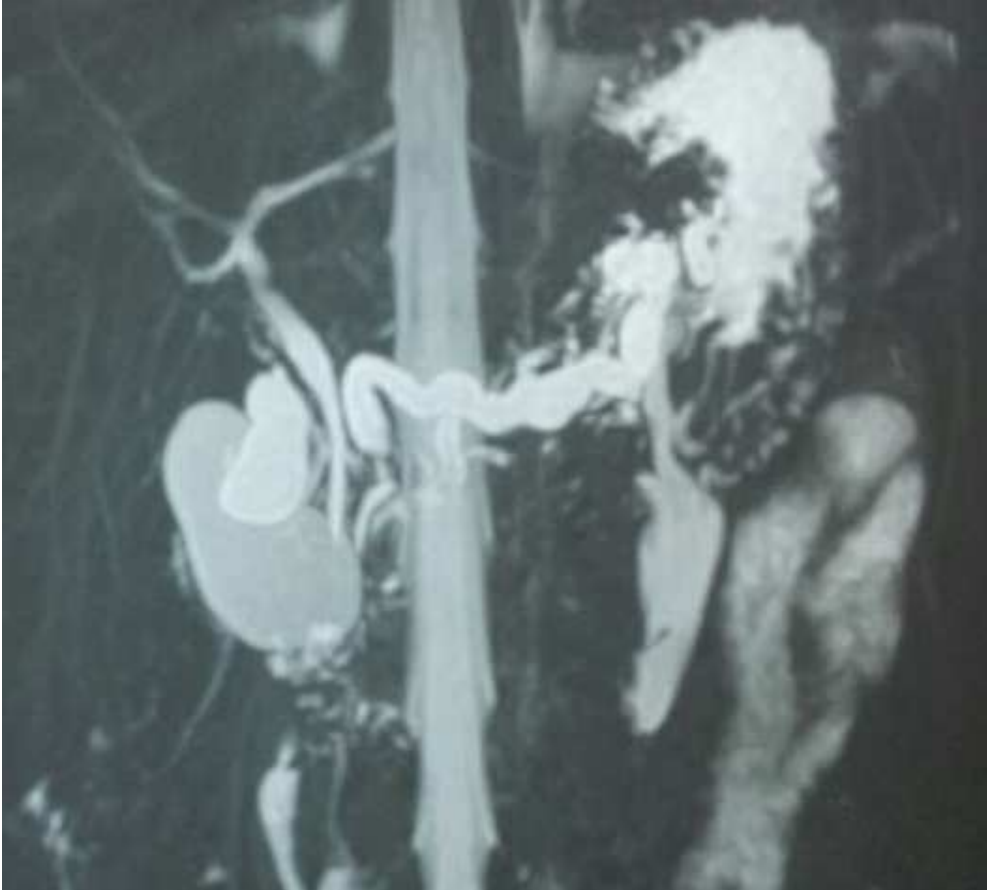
Cholangio-pancréato IRM montrant un aspect dilaté et sinueux du canal pancréatique dorsal.
